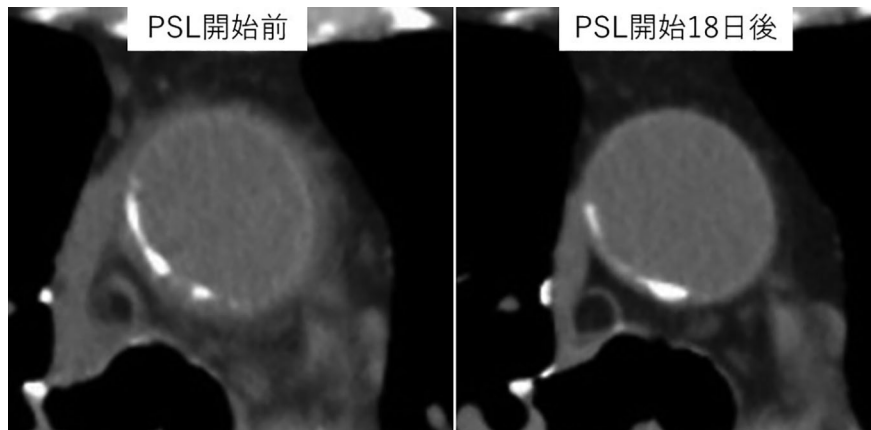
Plain CT showing dramatic reduction in aortic inflammation with steroid administration.
